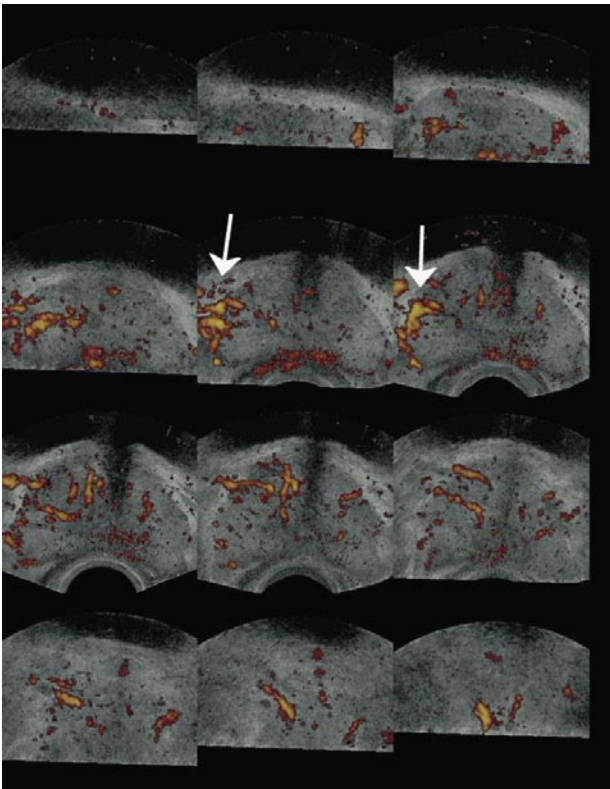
Doppler "Power"- Contraste. La imagen Doppler se incrementa tras inyección de contraste mejorando la visualización de los vasos de mayor tamaño. La flechas indican la localización del cáncer.
